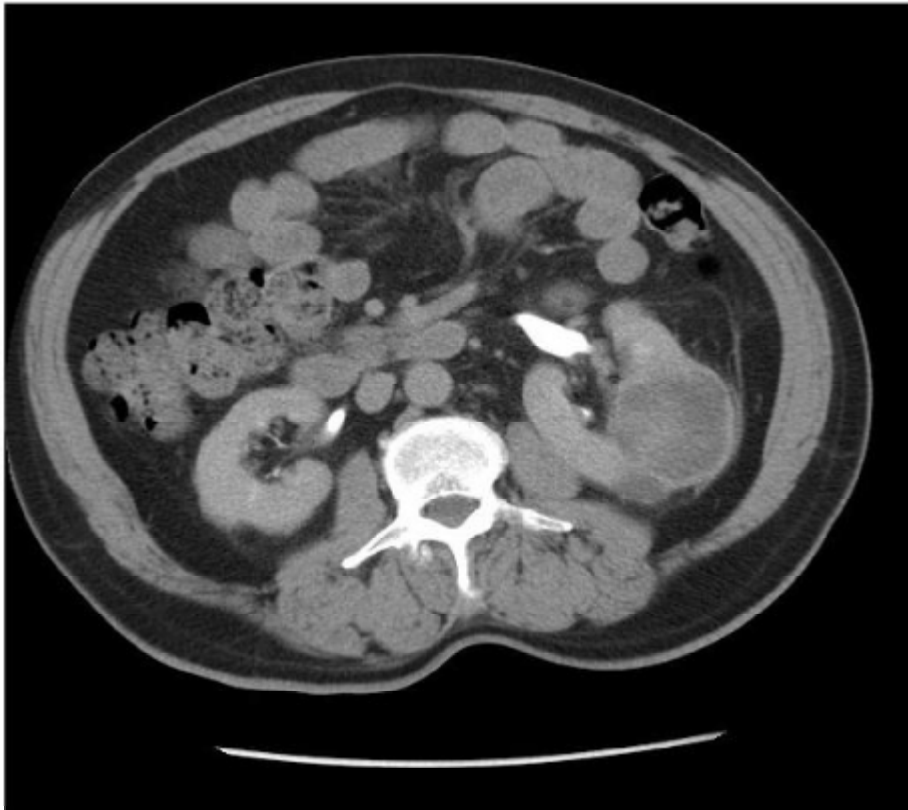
CT scan montrant une énorme tumeur kystique du rein gauche.
